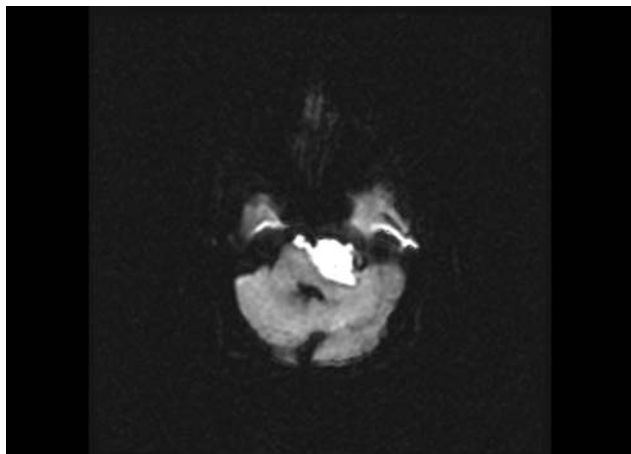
RM EPI-DW axial. La masa presenta restricción a la difusión del agua (hiperintensa en secuencia de difusión).
